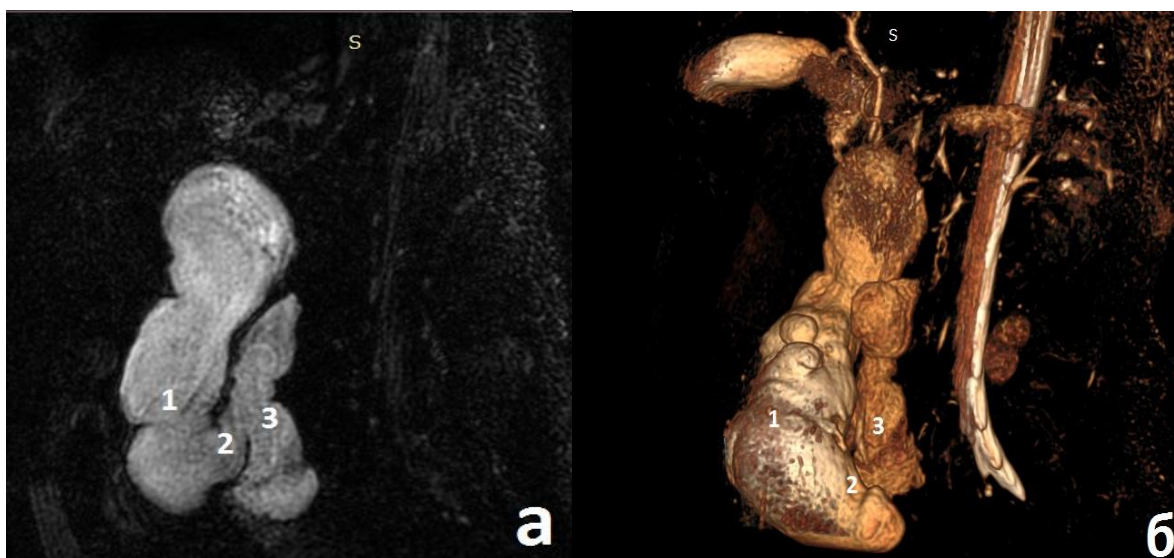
а) МРТ в варианте MRCP; б) 3D реконструкция в программе RadiAnt: 1 – кистозное образование; 2 – участок перехода кистозного образования на слепую кишку; 3 – слепая кишка
